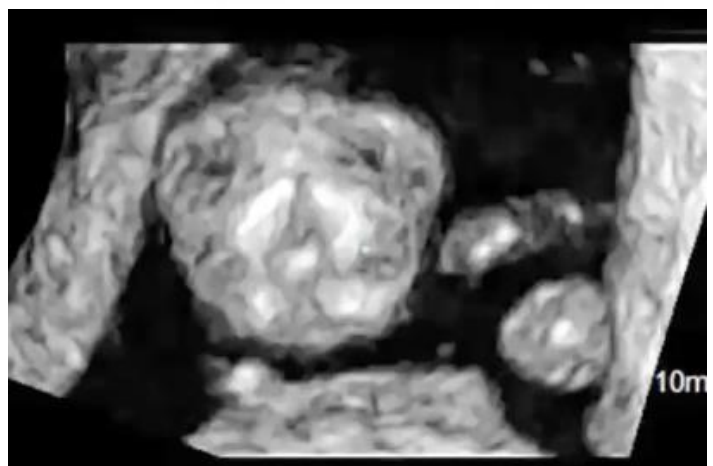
Transvaginal sonogram of the head shows abnormal protrusion of the nose (arrow).
